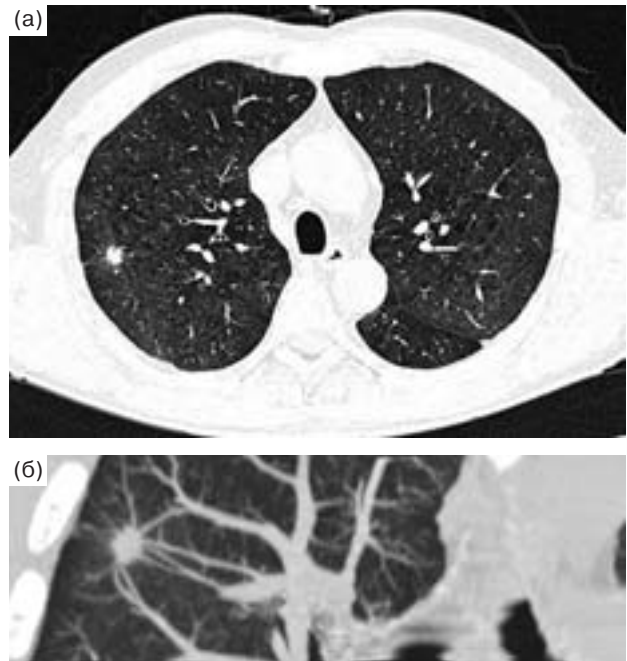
Скрининг рака легкого. На КТ выявлен одиночный очаг в верхней доле правого легкого размером 8 мм (а – аксиальный срез, б – МИП). При рентгенографии патологические изменения не определяются. Операционный материал – аденокарцинома.
